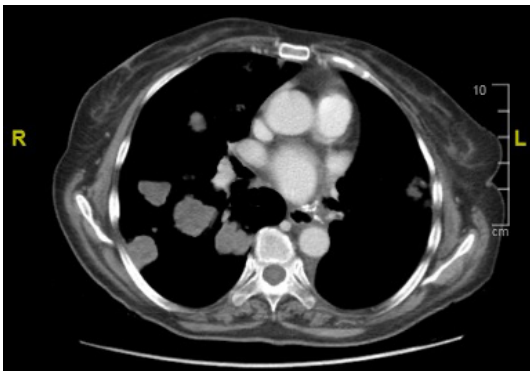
Primer TAC de evaluación a la tercera línea de tratamiento con atezolizumab, bevacizumab y pemetrexed, que muestra progresión pulmonar bilateral.
